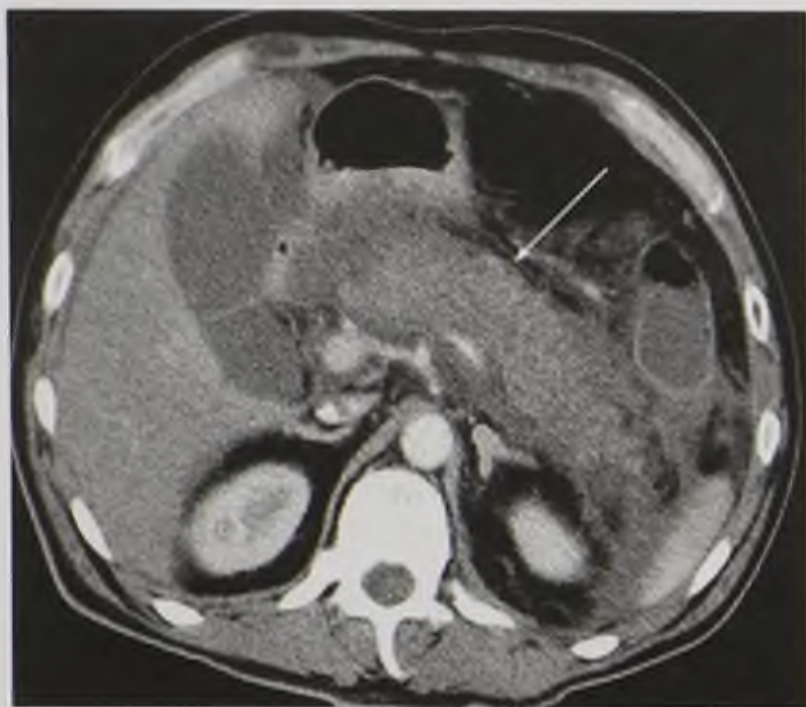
Компьютерная томограмма с контрастным усилением в аксиальной плоскости. Острый панкреатит, парапанкреатит. Размеры железы увеличены, контуры ее нечеткие, структура неоднородная, накопление контрастного вещества снижено, парапанкреатическая клетчатка уплотнена за счет инфильтрации и отека (стрелка)
